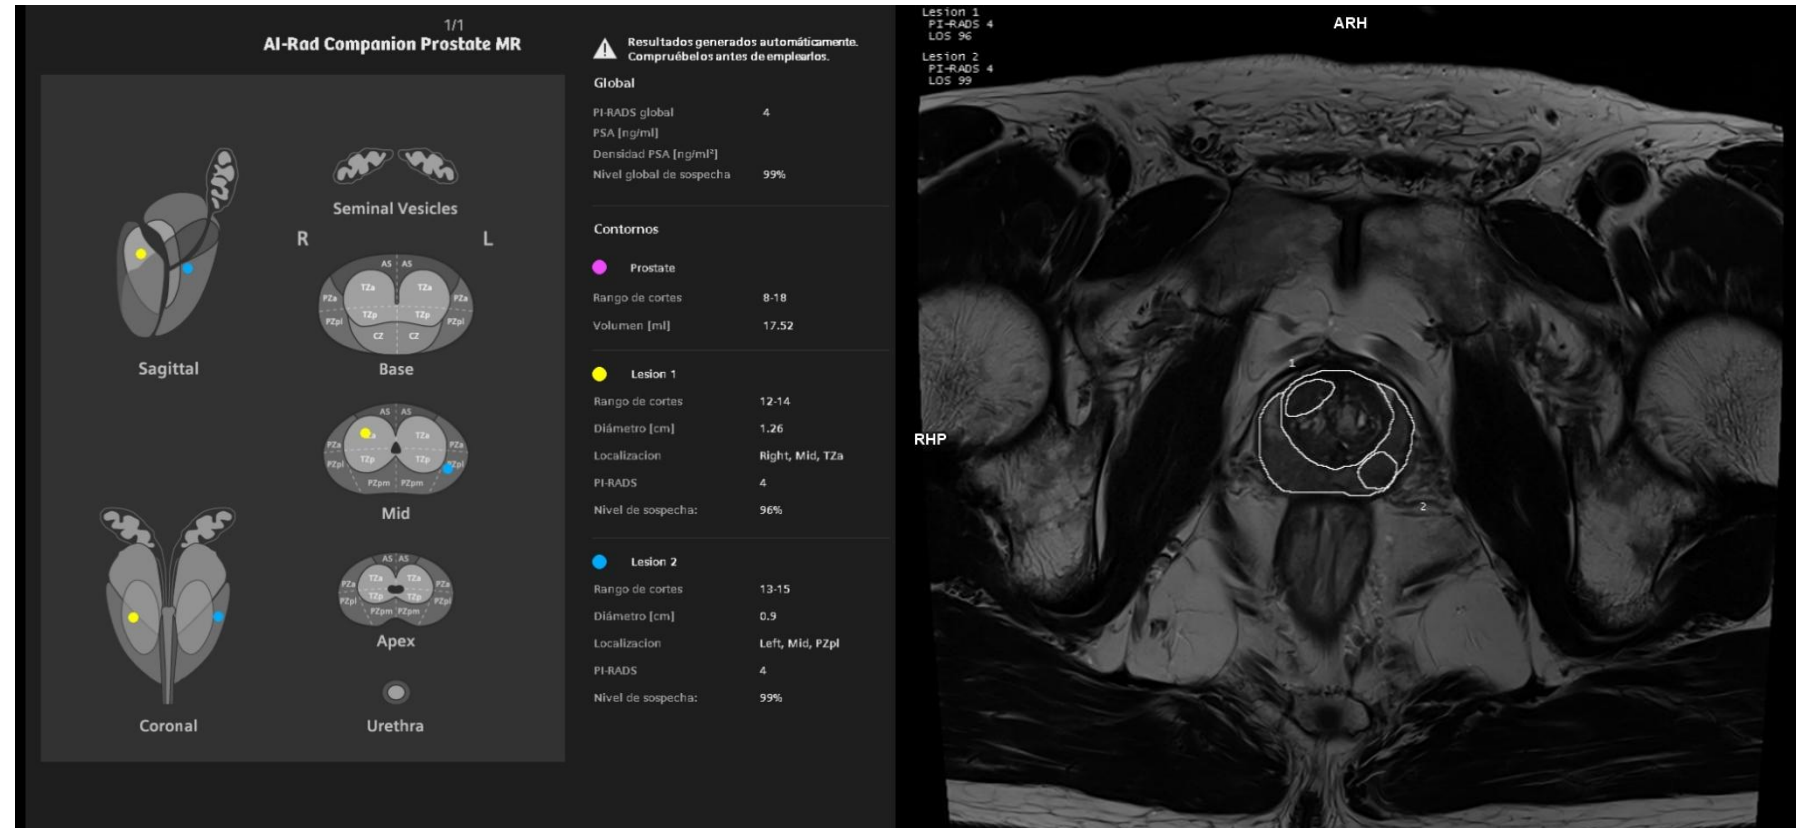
RM prostática identificando dos lesiones con restricción a la difusión, una en próstata periférica segmento posterolateral medio izquierdo (flecha roja) y otra en segmento anterior medio transicional derecho (flecha azul).
